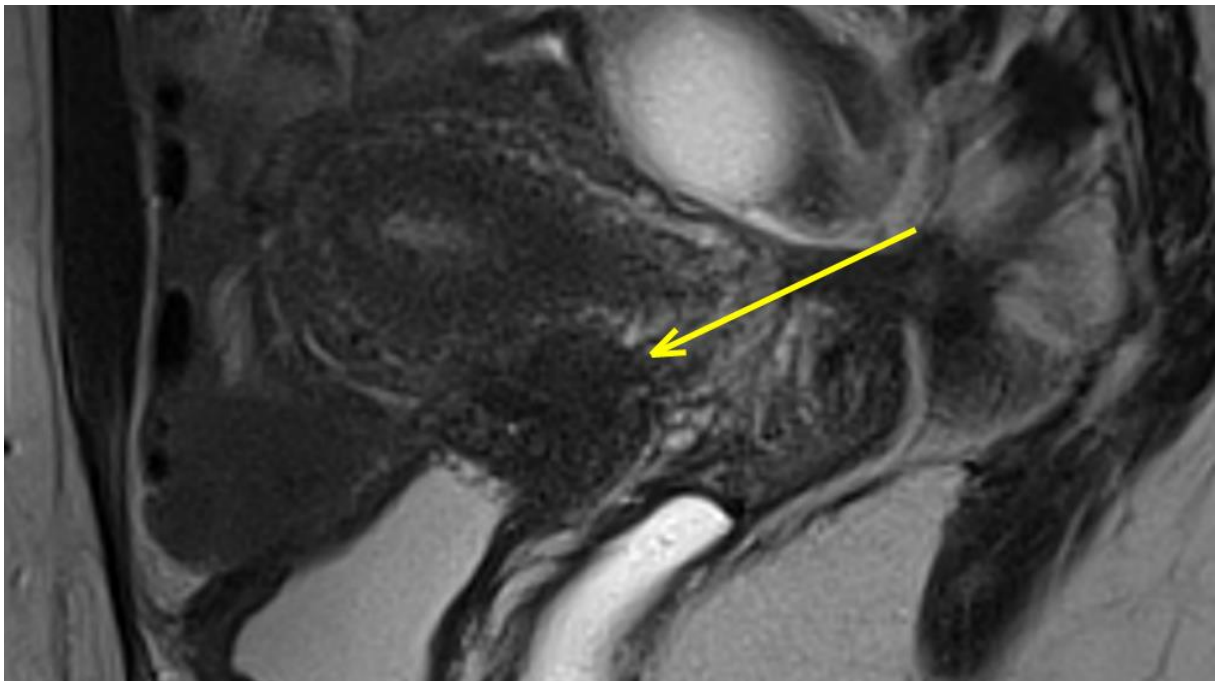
IRM séquence sagittale T2 : volumineuse lésion atteignant le cul-de-sac vésico-utérin (flèche jaune).
